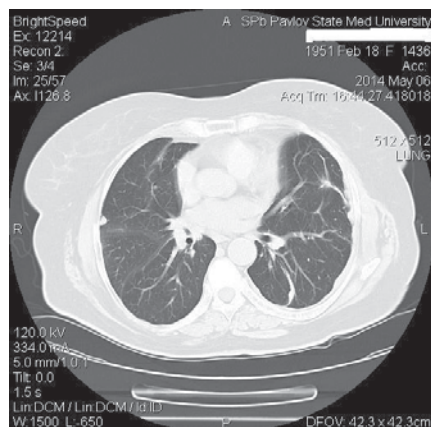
Компьютерная томография. Вторично измененные лимфатические узлы средостения до начала лечения
